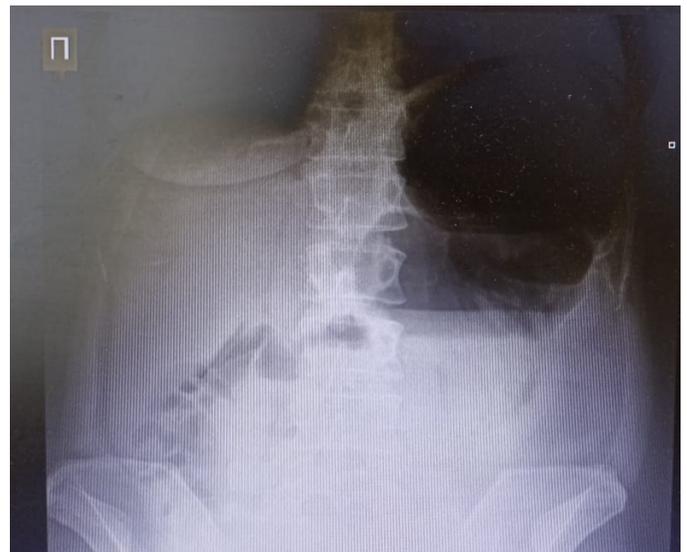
Рентгенограмма пациентки Г. через 15 часов
